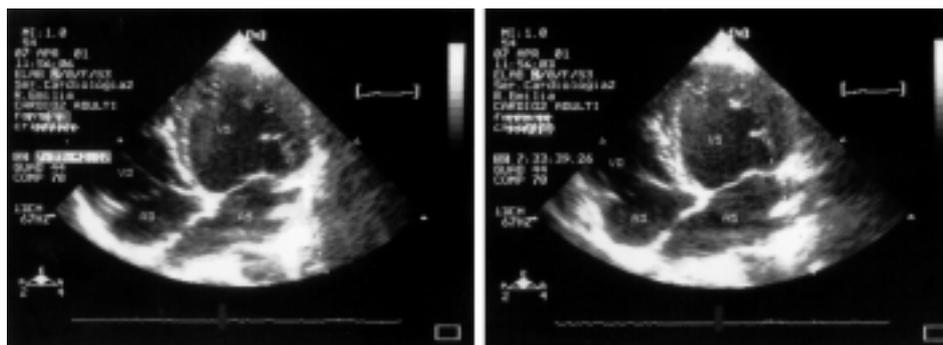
Ecocardiografia transtoracica, proiezione 4 camere apicale. A sinistra: telediastole, il ventricolo sinistro (VS) è dilatato e di aspetto globoso; la porzione apicale è ispessita e disomogenea. A destra: sistole, la contrazione del VS è globalmente ipocinetica. AD = atrio destro; AS = atrio sinistro; VD = ventricolo destro.
